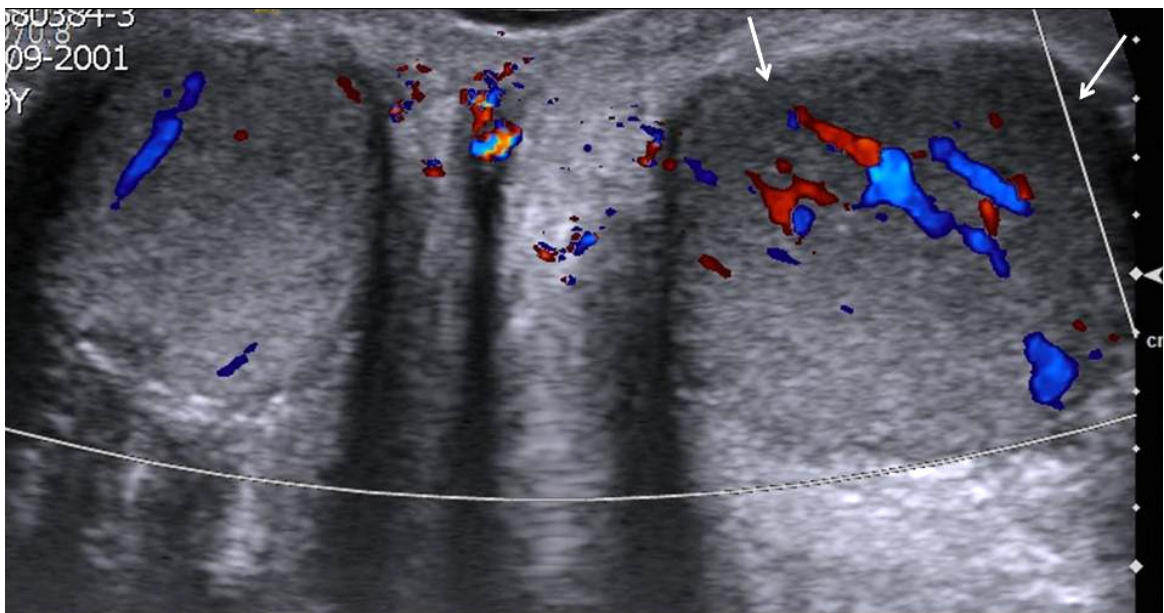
Echo Doppler scrotale montrant une hypertrophie testiculaire gauche, avec des zones hypoéchogène et un flux vasculaire augmenté dans la moitié antérieure du testicule.
